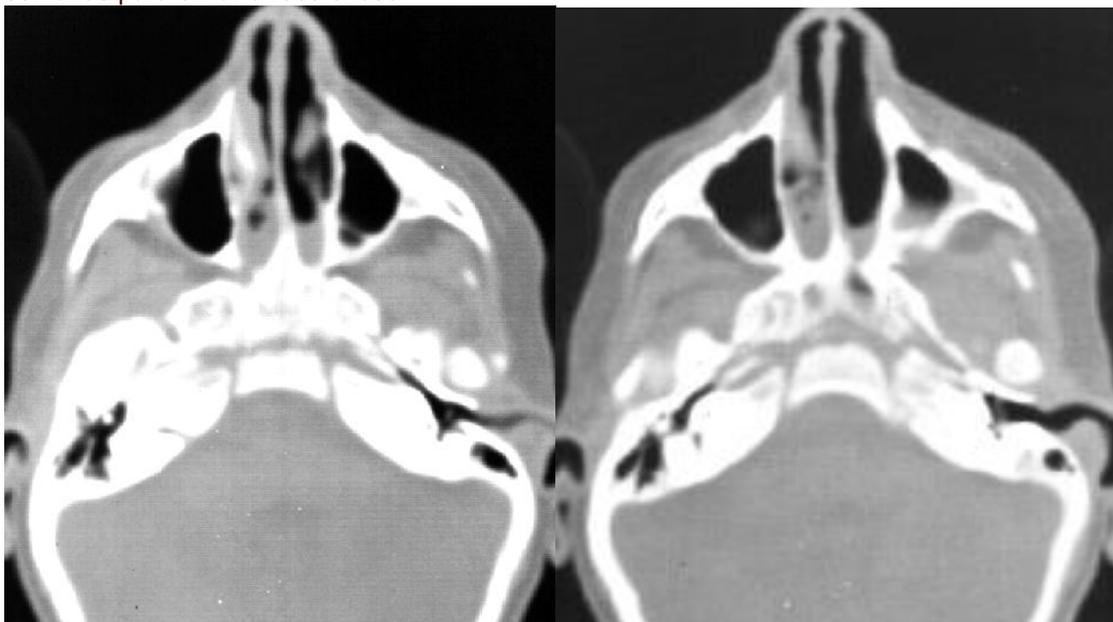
TC de seios paranasais demonstrando atresia coanal bilateral
